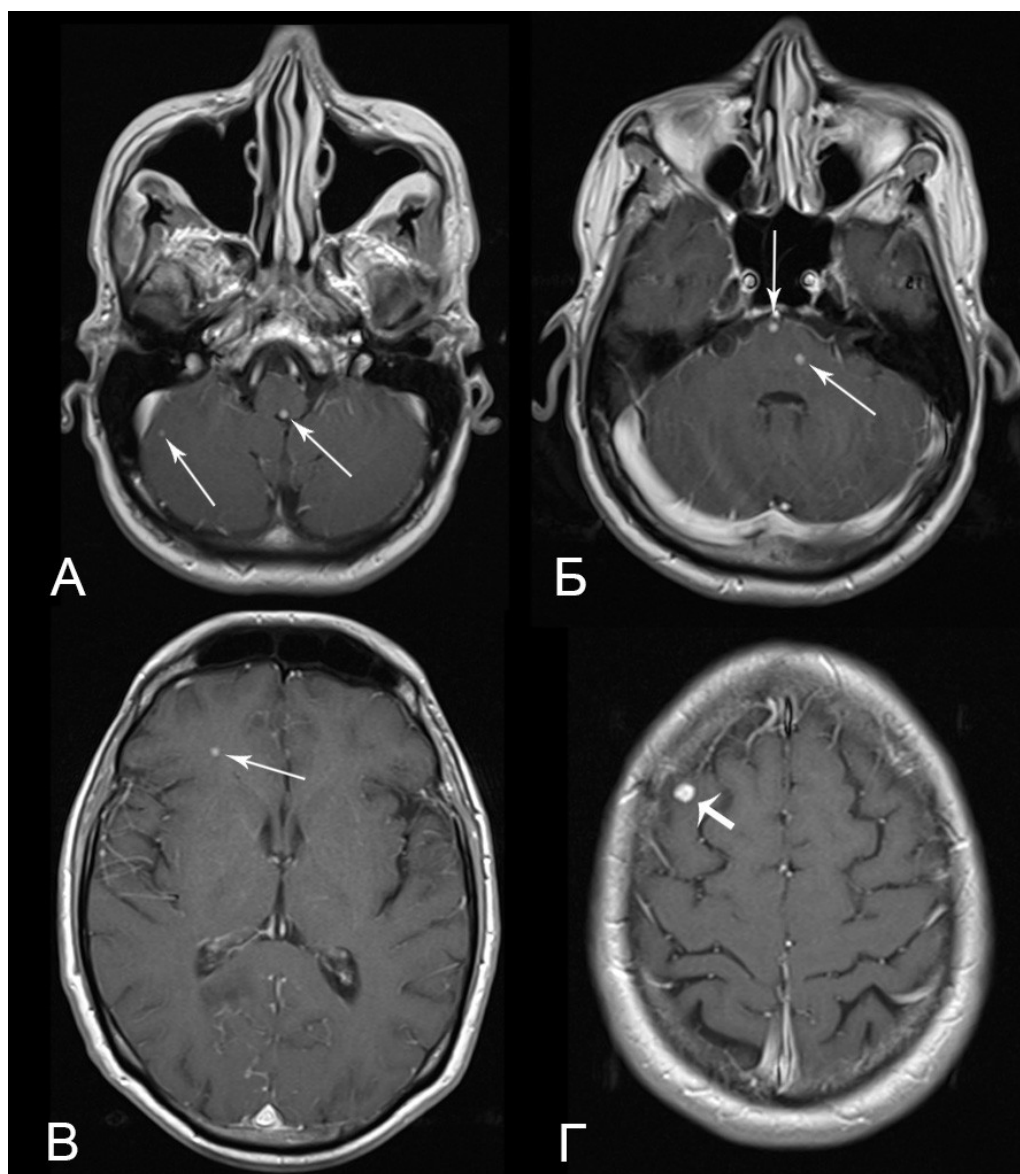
МРТ пациента 3. 30 лет с множественными внутримозговыми туберкулемами. Все изображения - постконтрастные T1ВИ в аксиальной проекции на разных уровнях. В суб- и супратенториальных отделах множественные очаговые поражения преимущественно с узловым типом накопления КВ (тонкие стрелки); на изображении Г, в правой лобной доле очаговое поражение с накоплением контрастного вещества по кольцу (толстая стрелка).
